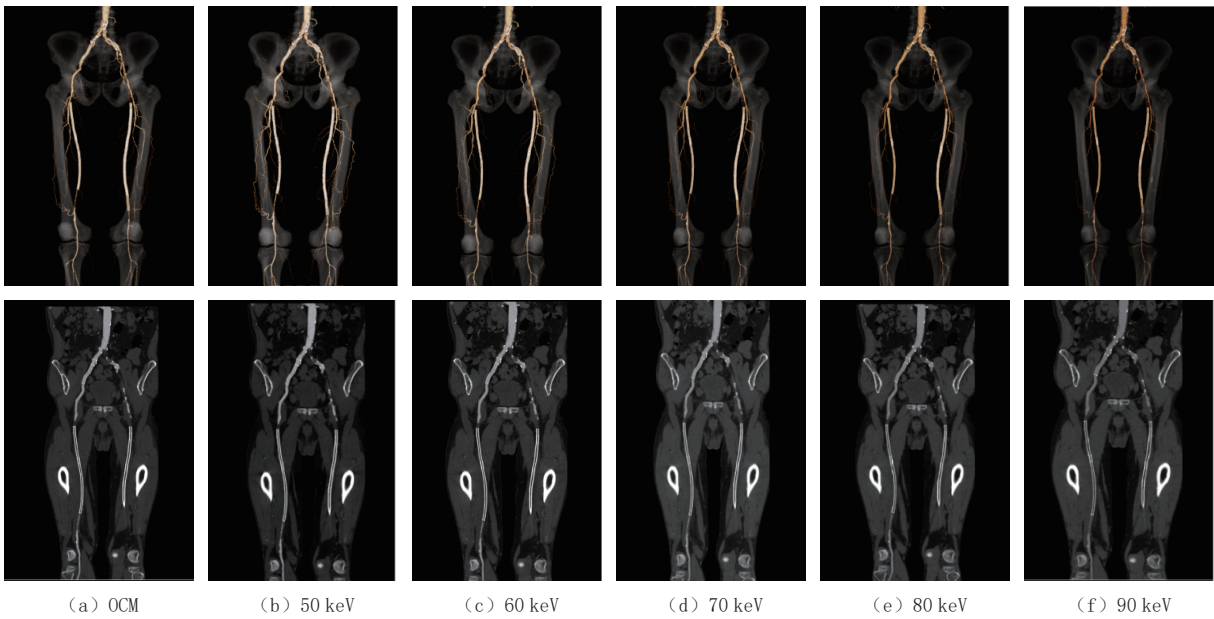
患者男, 65 岁, 右侧髂动脉及双侧股动脉支架植入术后, CTA 在不同能级和 OCM 图像的容积再现和曲面重组后处理图像, 60 keV 和 OCM 两组图像最佳
